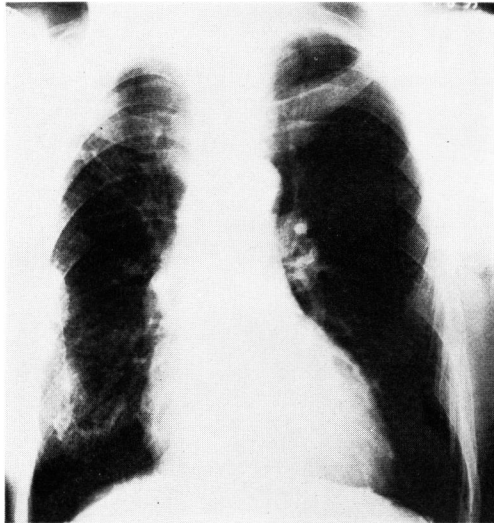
Chest X-ray, November, 1979.
